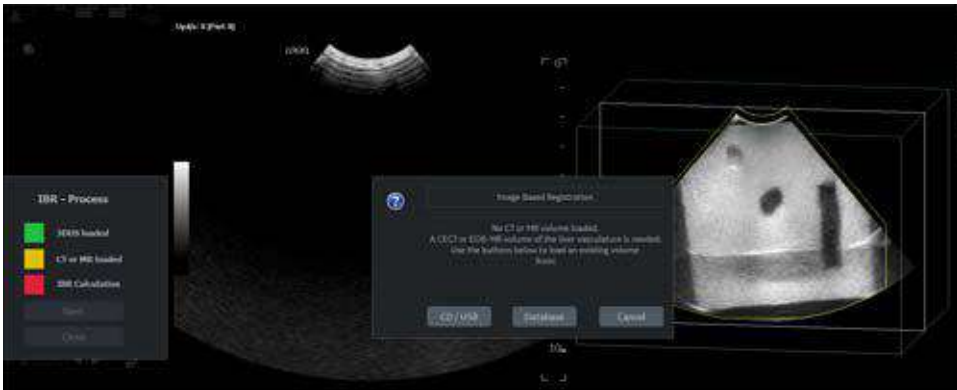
Fereastra de navigare pentru volumul CT/MR
